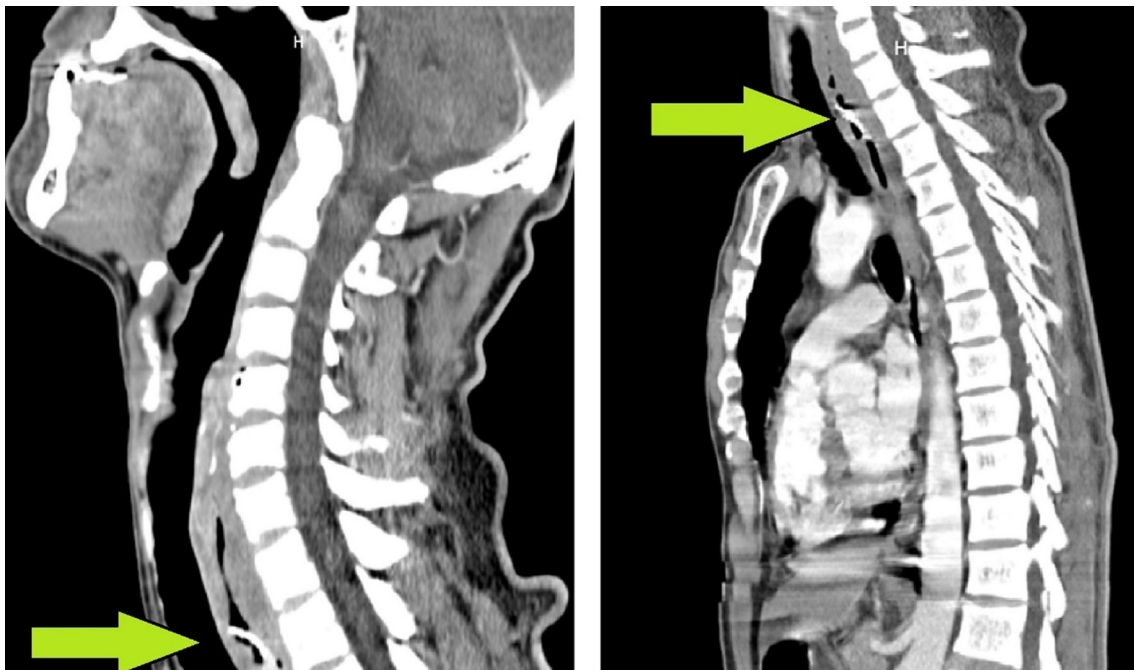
Tomografía de tórax y cuello en proyección sagital. La flecha verde señala un cuerpo extraño a nivel de T2 y un edema importante que condiciona estenosis esofágica. Imágenes propiedad de los autores.
